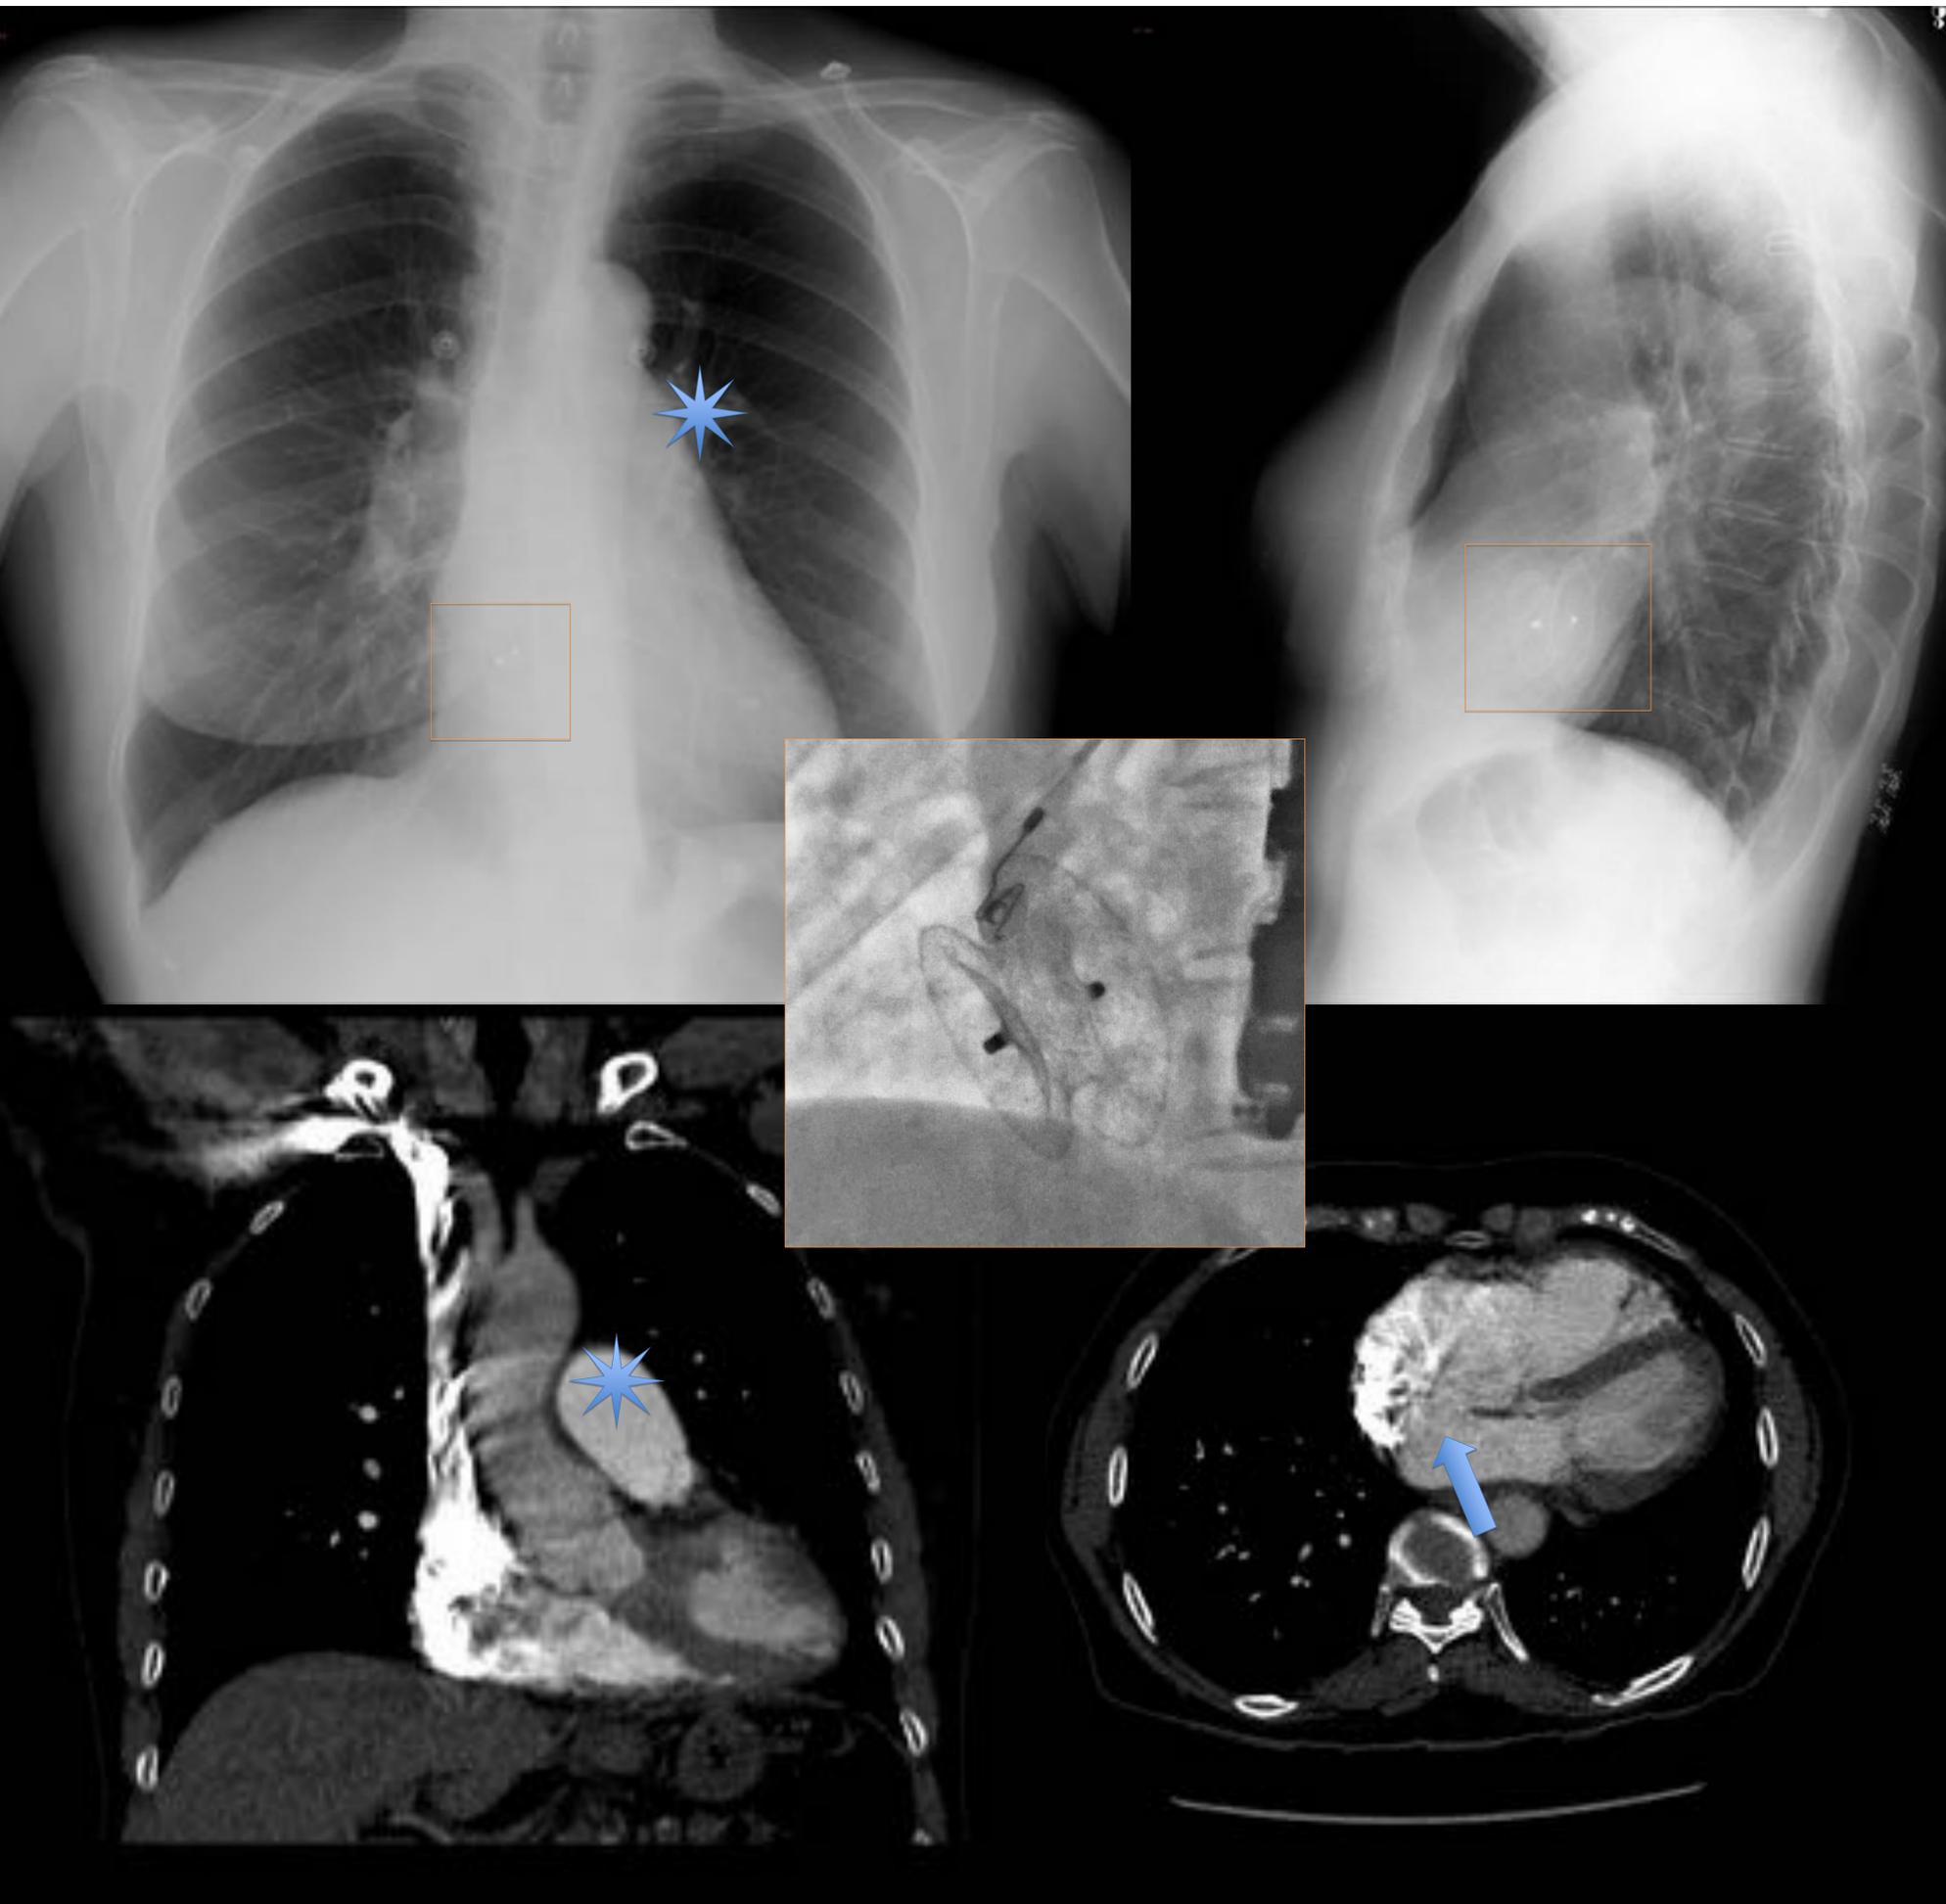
CIA ostium secundum intervenida percutánea. Correlación Rx y TC. Se visualiza ligera prominencia cóncava del borde superior izquierdo de la silueta cardíaca, en relación con aumento de la arteria pulmonar. Se identifica el dispositivo de cierre (rectángulo). Detalle del dispositivo de cierre, cortesía del servicio de Hemodinámica.
